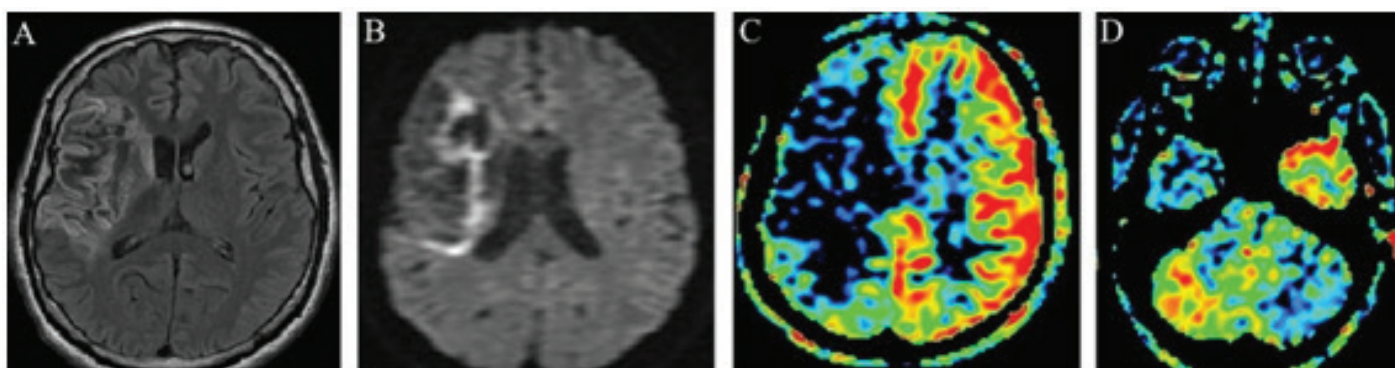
RM no corte axial na seqüência em FLAIR em A, difusão em B e ASL em C e D demonstrando alterações isquêmicas com características subagudas no território da artéria cerebral média direita, que apresentam baixo fluxo sanguíneo cerebral (CBF) na seqüência ASL (C). Observamos também o baixo fluxo sanguíneo cerebral no hemisfério cerebelar esquerdo, decorrente da ruptura da via córtico-ponto-cerebelar, configurando diásquise cerebelar cruzada (DCC).
